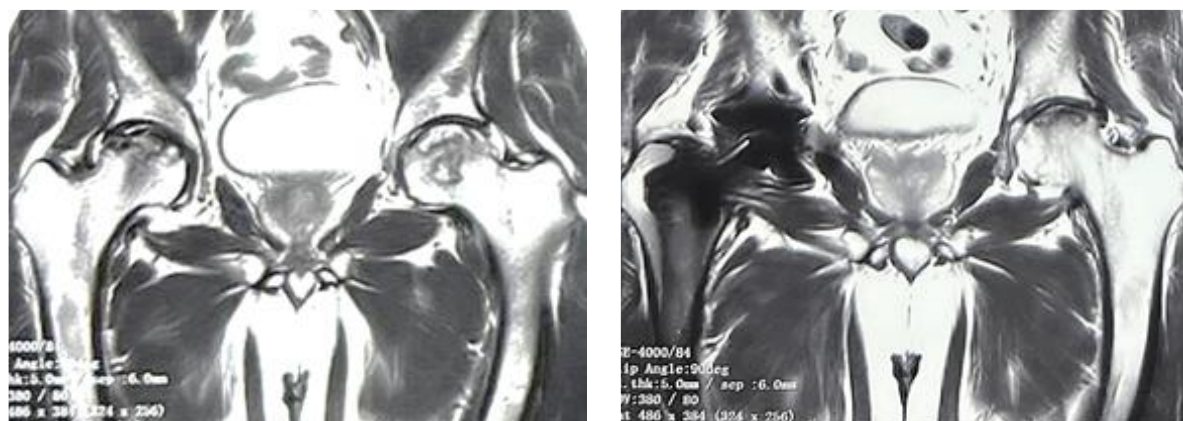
МРТ визуализация тазобедренных суставов: А) до проведения лечения; В) через 6 месяцев после проведённого лечения (справа проведено тотальное эндопротезирование, слева PRP+ гепарин, SVF терапия)
